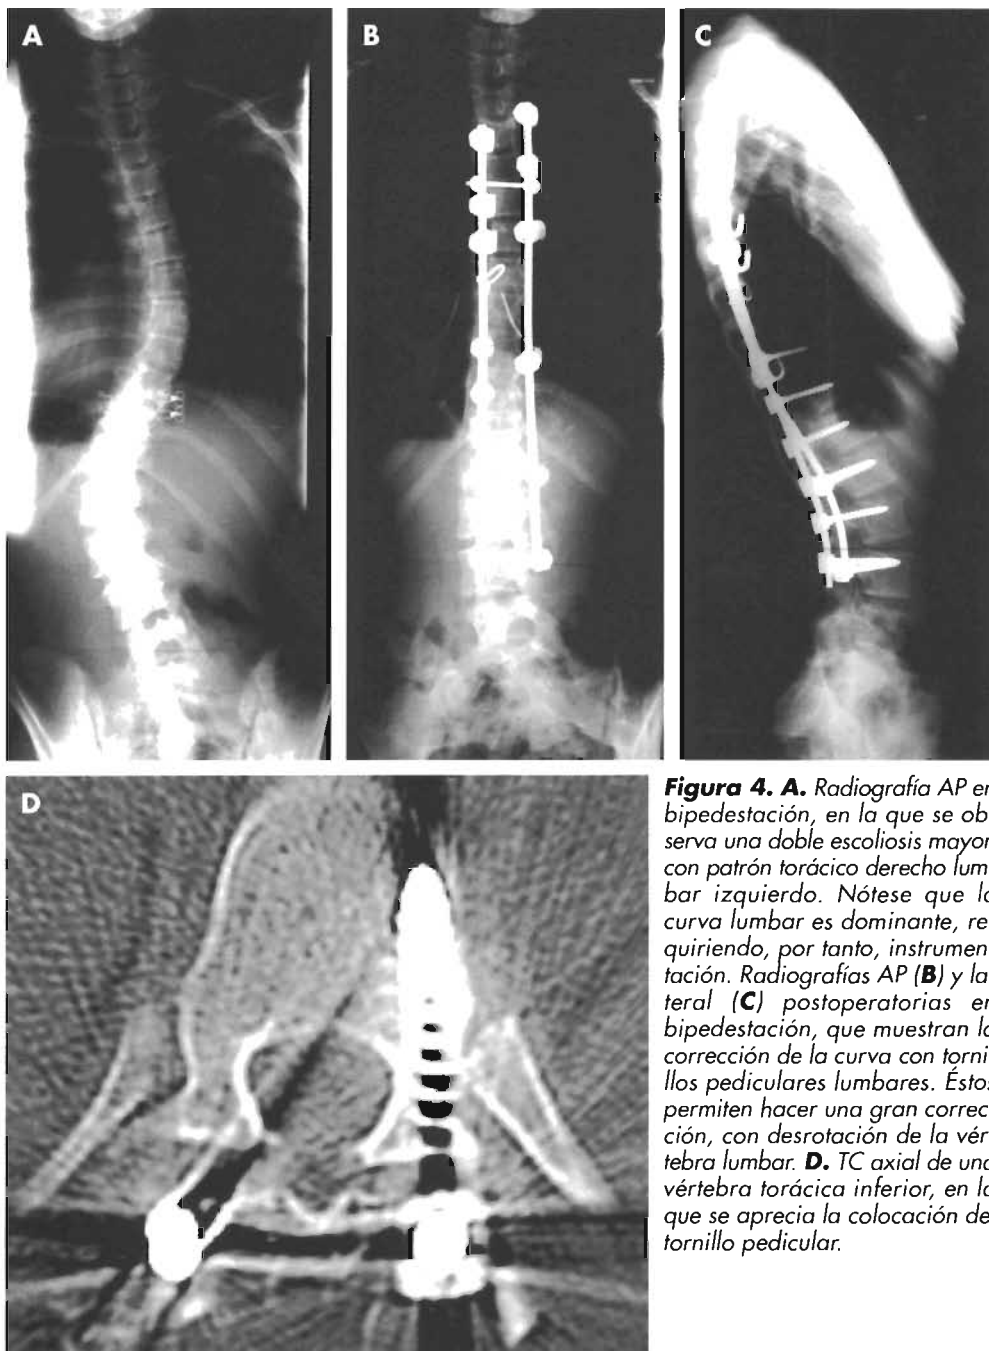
A. Radiografía AP en bipedestación, en la que se observa una doble escoliosis mayor, con patrón torácico derecho lumbar izquierdo. Nótese que la curva lumbar es dominante, requiriendo, por tanto, instrumentación. Radiografías AP (B) y lateral (C) postoperatorias en bipedestación, que muestran la corrección de la curva con tornillos pediculares lumbares. Éstos permiten hacer una gran corrección, con desrotación de la vértebra lumbar. D. TC axial de una vértebra torácica inferior, en la que se aprecia la colocación del tornillo pedicular.
